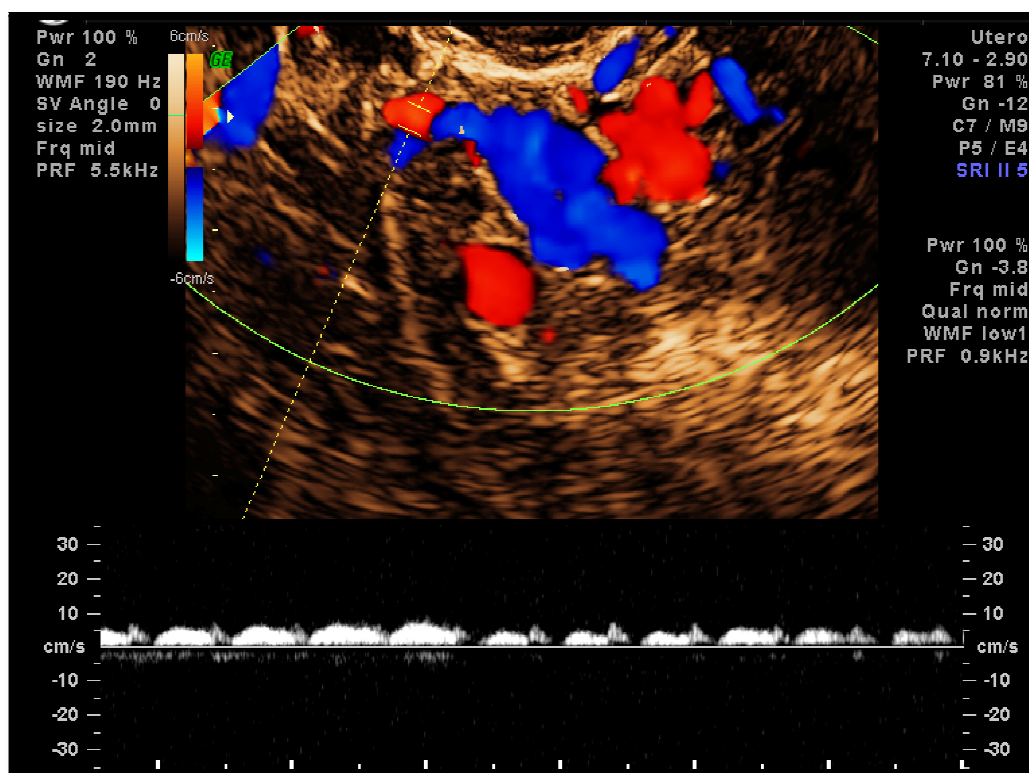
Imagem de uma ecografia transvaginal, com Doppler colorido, evidenciando vários vasos pélvicos dilatados. (Disponibilizado pela Dra. Joaquina Tavares, Lisboa.)
